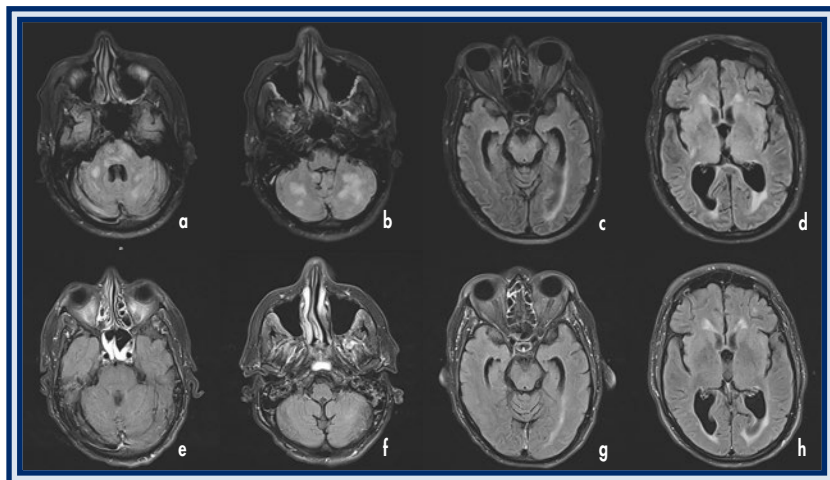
Homem admitido por quadro de encefalopatia associado a HTA grave e de difícil controle. RM-CE (T2/ FLAIR) à admissão (figuras a-d): múltiplas alterações hiperintensas localizadas no tronco, pedúnculos cerebelosos e cerebelo bilateralmente (a, b) e regiões parieto-occipitais bilaterais (c, d). RM-CE ao 14º dia: melhoria franca das alterações de sinal, principalmente a nível infratentorial (e, f).
